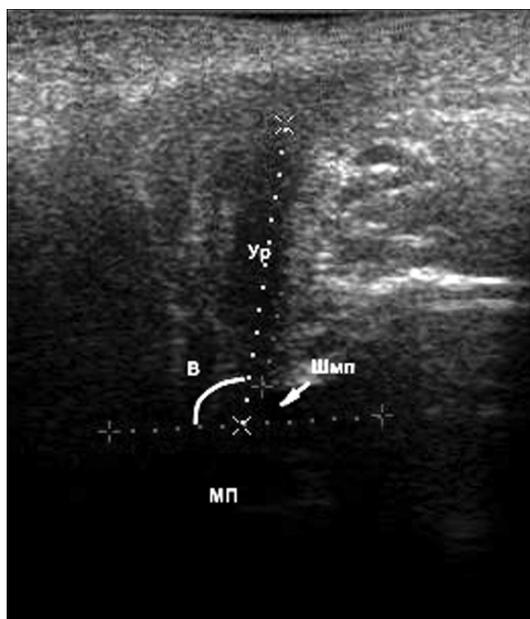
УЗИ тазового дна в норме в покое (задний уретерovesикальный угол $B = 101^\circ$). Здесь и на рис. 3–5: Ур – уретра, МП – мочевой пузырь, Шмп – шейка мочевого пузыря.
